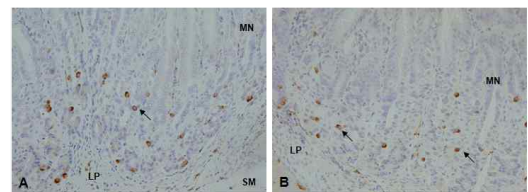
The regulation effect of ghrelin production by BT.
